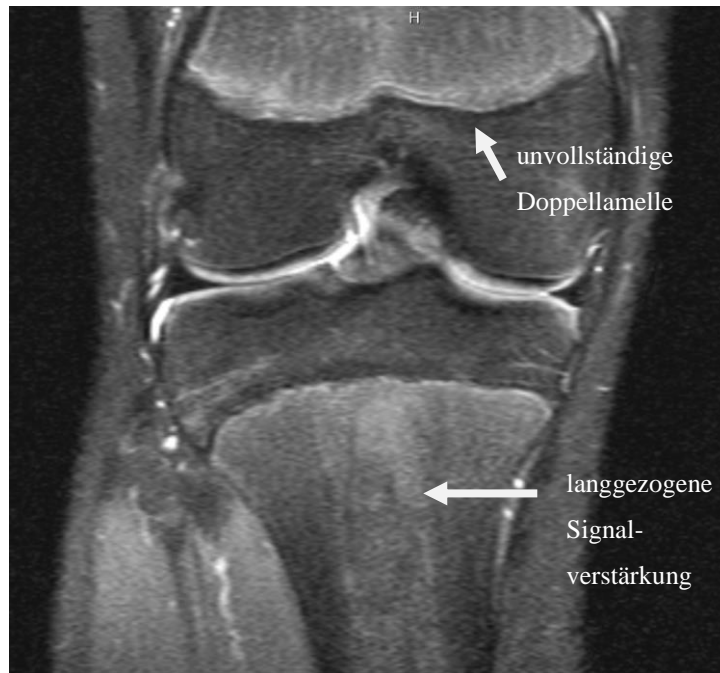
MRT T₂-STIR-Sequenz, cor, männlicher Proband 14 Jahre: Femoral ist eine unvollständige Doppellamelle zu erkennen. Tibial zeigt sich eine langgezogene Signalverstärkung ausgehend von der Wachstumsfuge.
